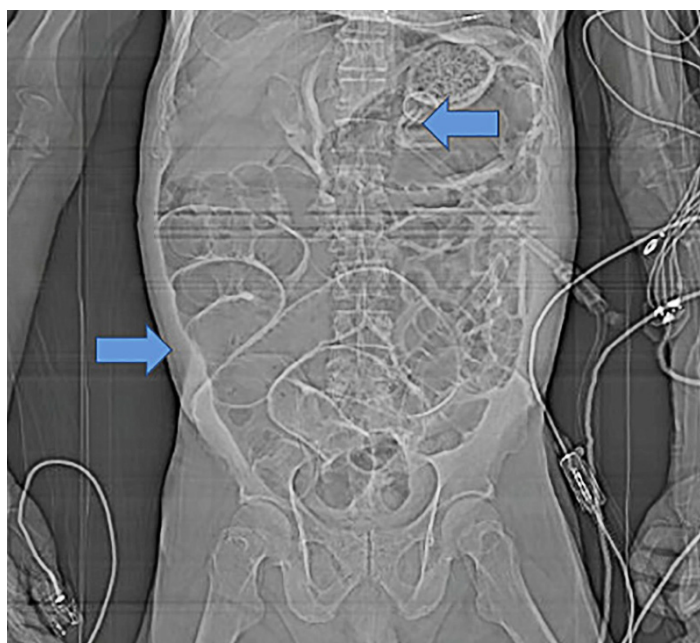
Tomografía computarizada de abdomen. Scout o escanograma panorámico por tomografía de abdomen que evidencia gran dilatación de asas del intestino delgado (flecha izquierda), además de la sonda de gastrostomía en el interior de la cámara gástrica (flecha derecha).
